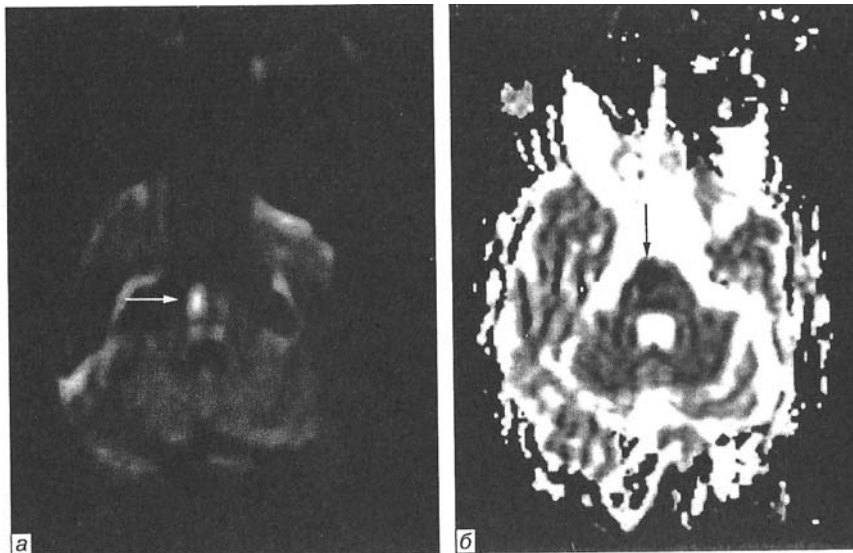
Той же пацієнт: *а* — дифузійно-зважена томограма (аксіальна проекція). У правих відділах мосту визначається гіперінтенсивний яскравий осередок (стрілка) з чіткими контурами, зумовлений гострим інфарктом; *б* — карта дифузії (аксіальна проекція). У правих відділах мосту визначається гіпоінтенсивний (темний) осередок (стрілка) зі зниженим коефіцієнтом дифузії, зумовленим обмеженою дифузією води внаслідок цитотоксичного набряку. Лакунарний інфаркт у правих відділах мосту
